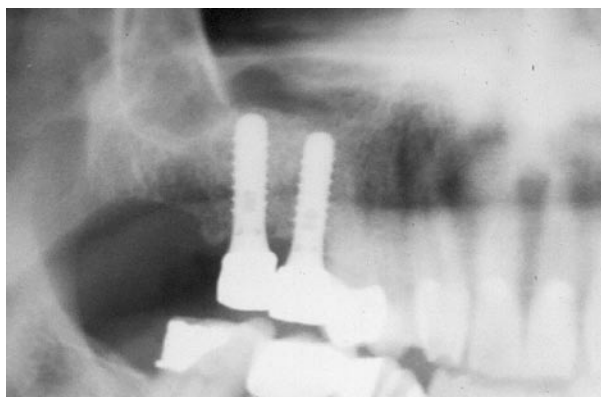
Elevación directa del suelo del seno maxilar. Radiografía de control con los implantes y el injerto óseo.
